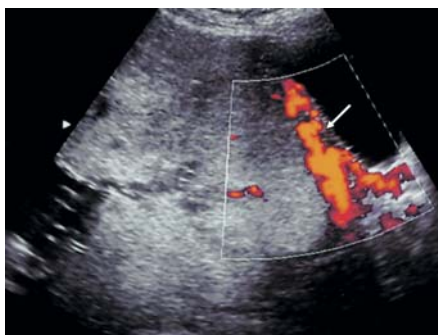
Placenta accreta* УЗИ с цветным доплеровским картированием
